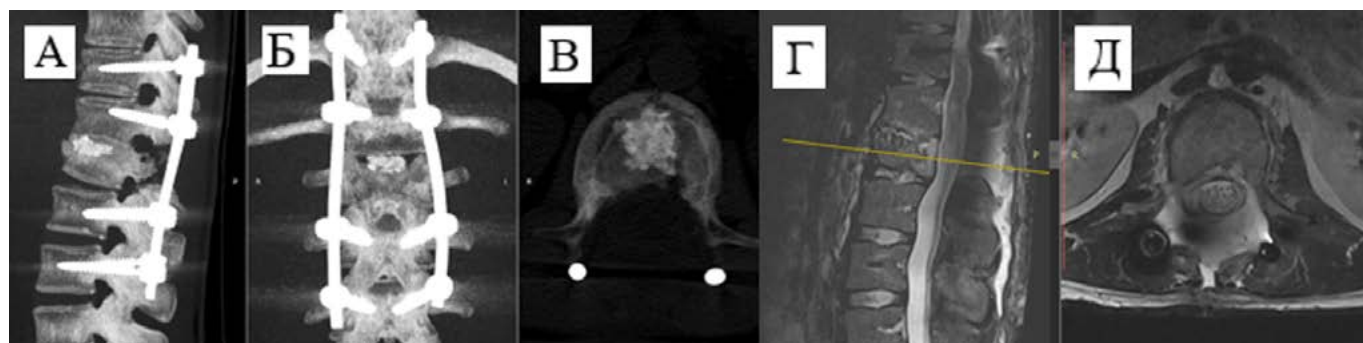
КТ поясничного отдела позвоночника от 15.11.2023: сагиттальная (А), фронтальная (Б) и аксиальная (на уровне L1-позвонка) (В) проекции. МРТ поясничного отдела позвоночника от 16.12.2023 (через одну неделю после оперативного лечения): сагиттальная проекция (Г), аксиальная проекция (Д) на уровне L1-позвонка
